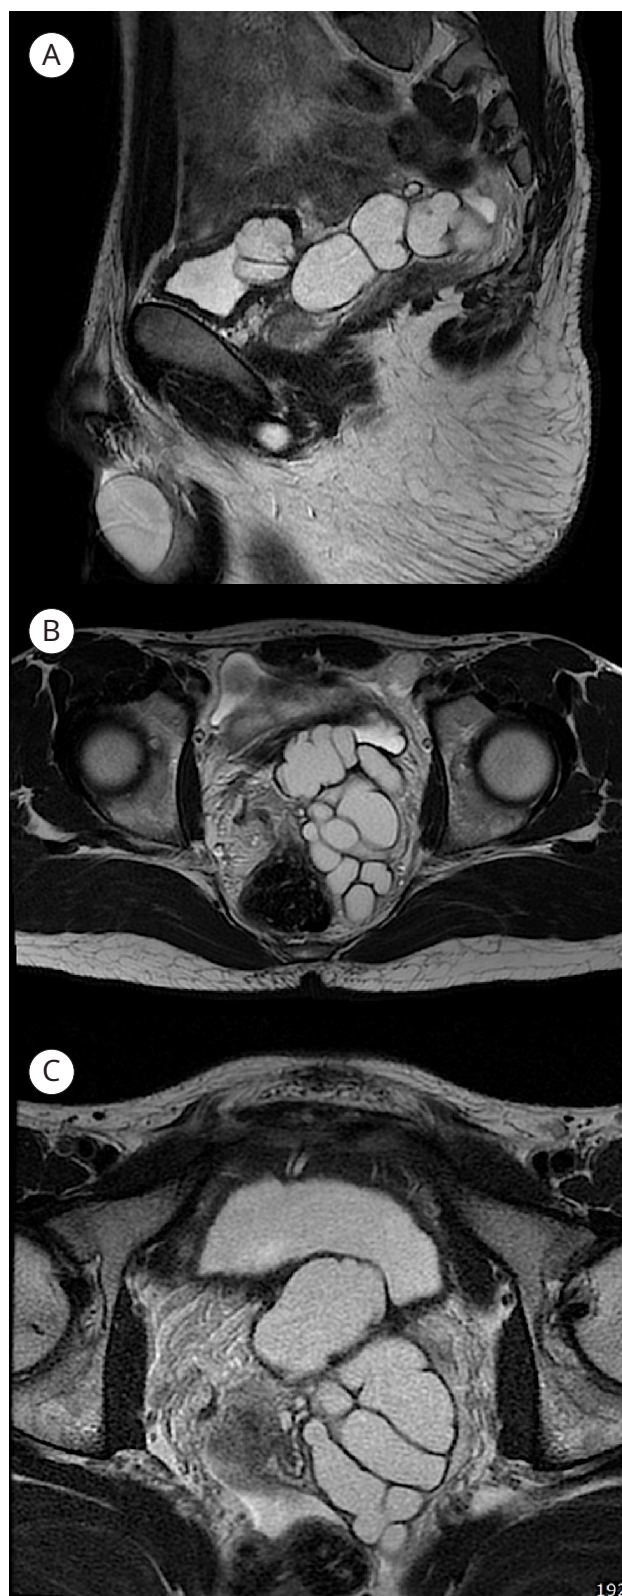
МРТ малого таза в саггитальной (А) и поперечной (В, С) проекциях. Мультикистозное расширение семенного пузырька с множественными изгибами
